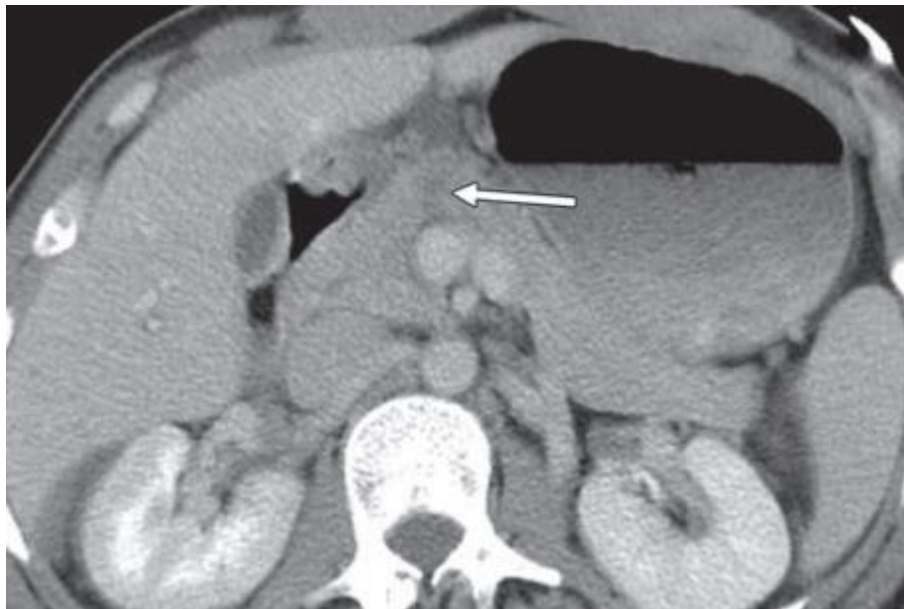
TDM objectivant une lacération de l'isthme du pancréas (33)
